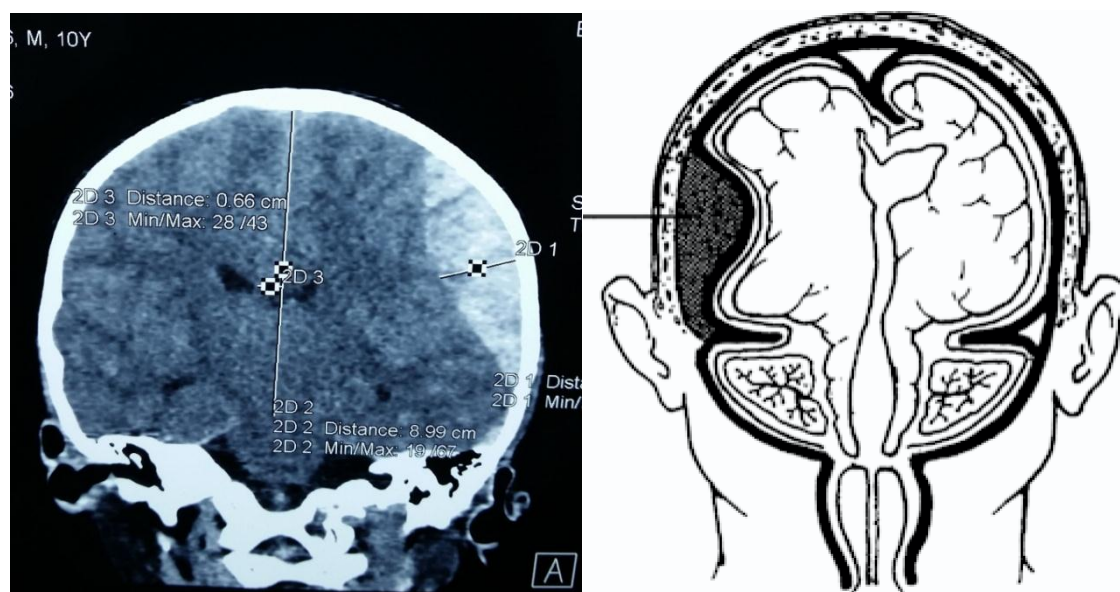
TDM cérébrale montrant un HED aigu de 22mm pariéto-temporal gauche (dossier n° 106) [88]
